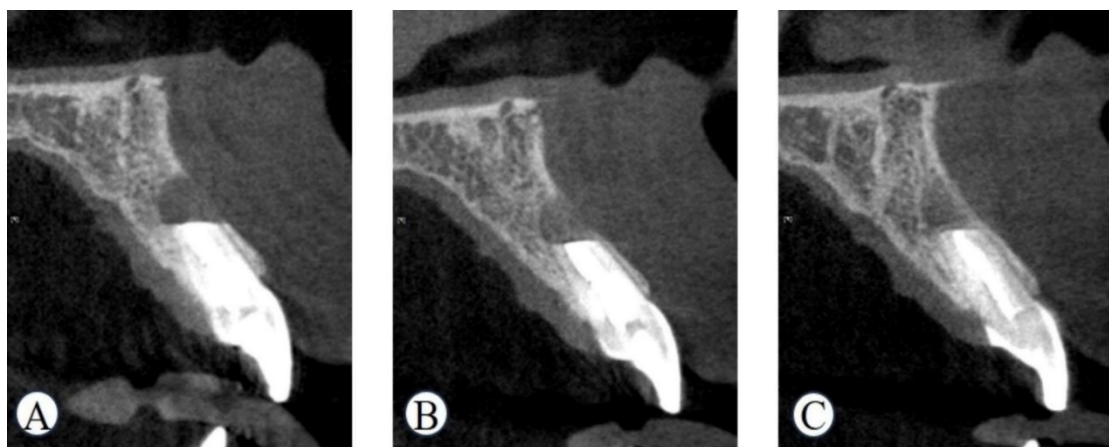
Типові зображення сагітальної конусно-променевої комп'ютерної томографії та 3D-зображення дефекту кістки
